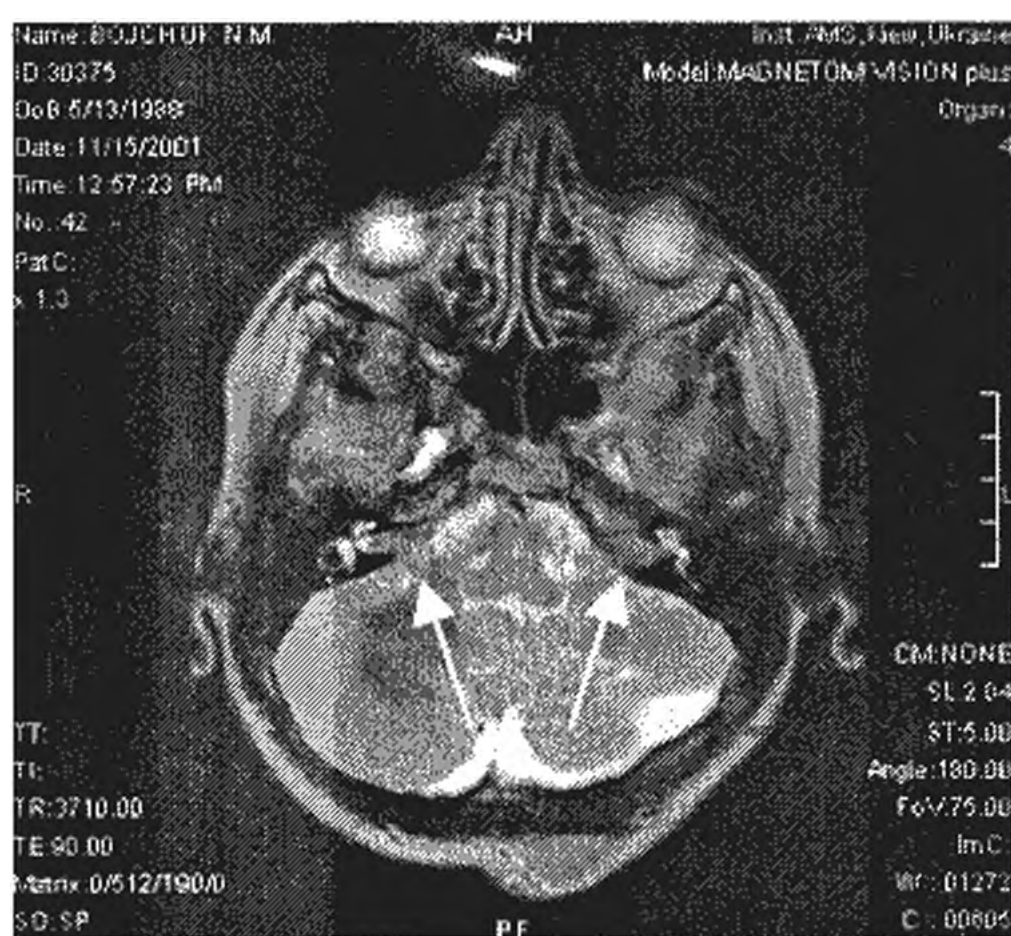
Спостереження 5. МРТ. Двобічні невриноми слухових нервів.
